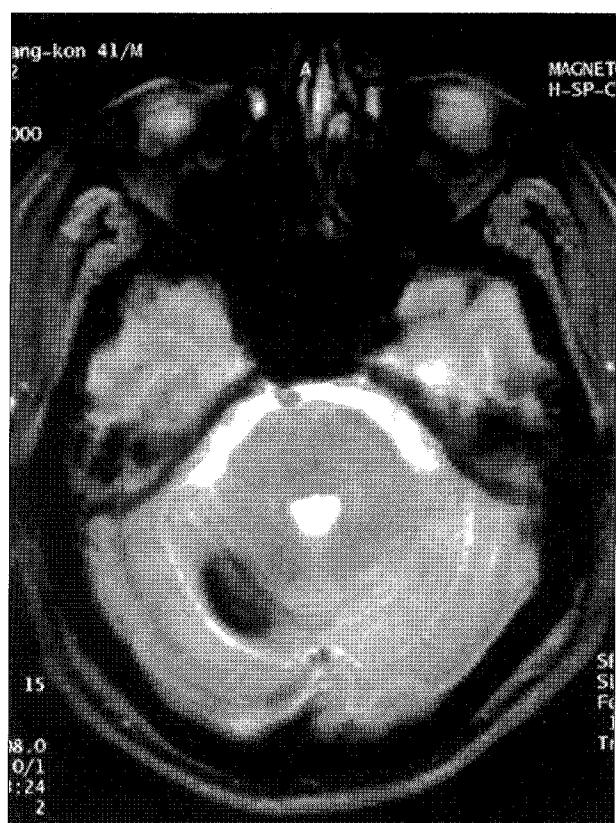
MRI finding of cavernous malformation in Rt. cerebellar hemisphere.
